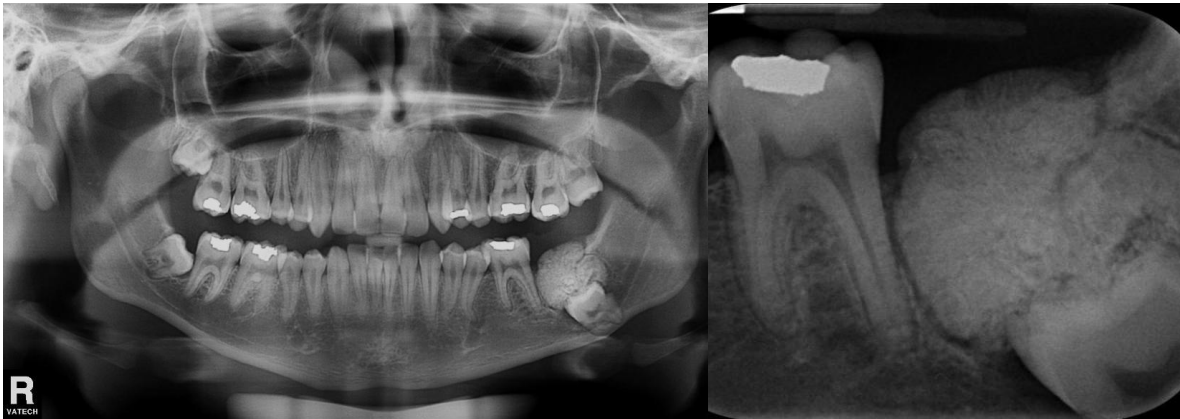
Ortopantomografía y 3b. Radiografía periapical. Imagen radiopaca de densidad dentaria, de forma irregular, localizada a nivel de la zona retromolar inferior izquierda de márgenes definidos, parcialmente corticalizados, rodeada por un discreto halo radiolúcido, desplazando hacia la basal mandibular al OD 37, así como al canal mandibular. Imagen compatible con odontoma complejo
